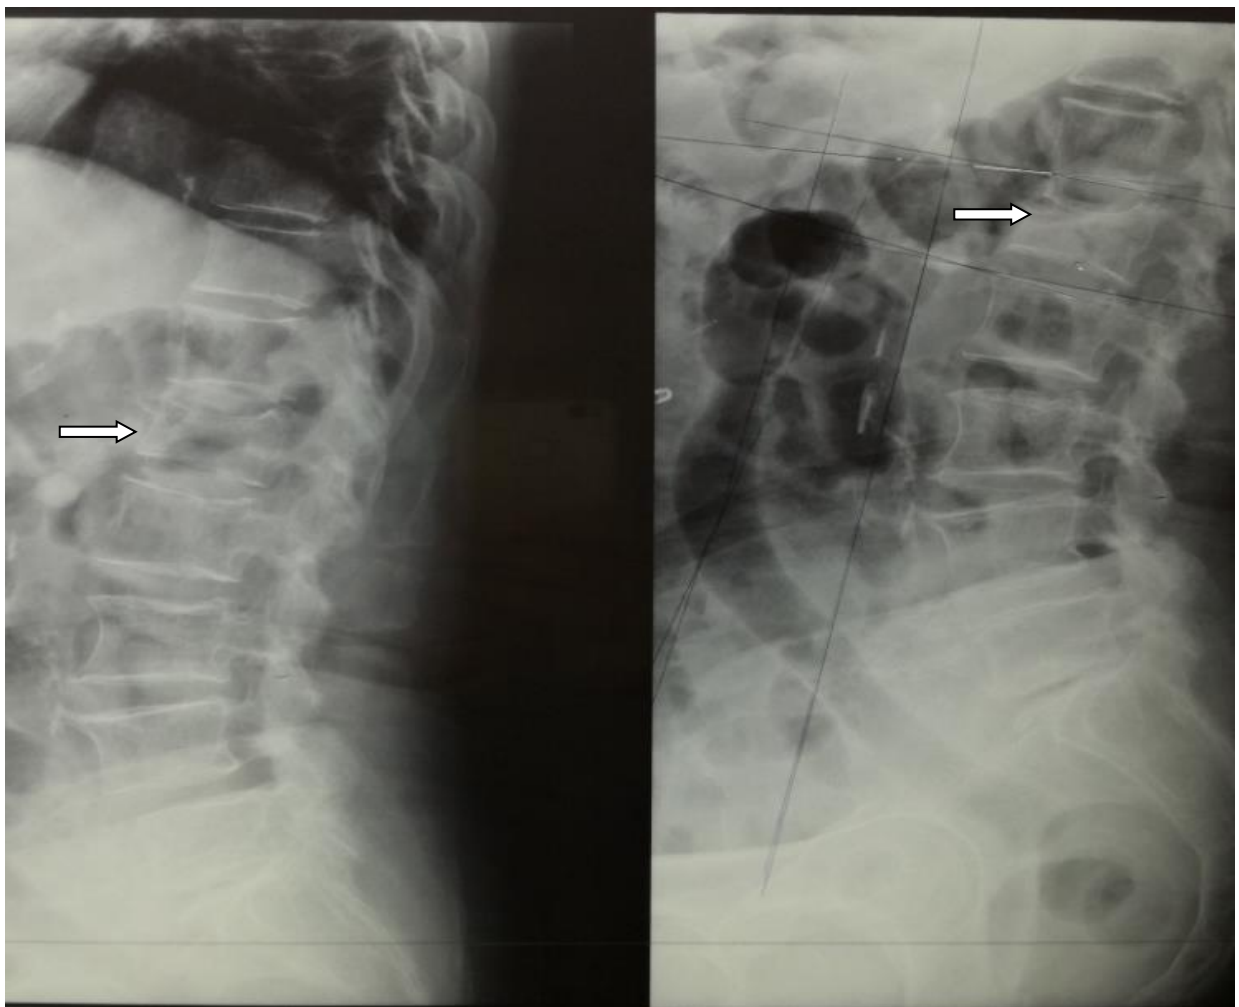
radiographie du rachis dorsolombaire (face+profil) montrant une fracture tassement de L1
